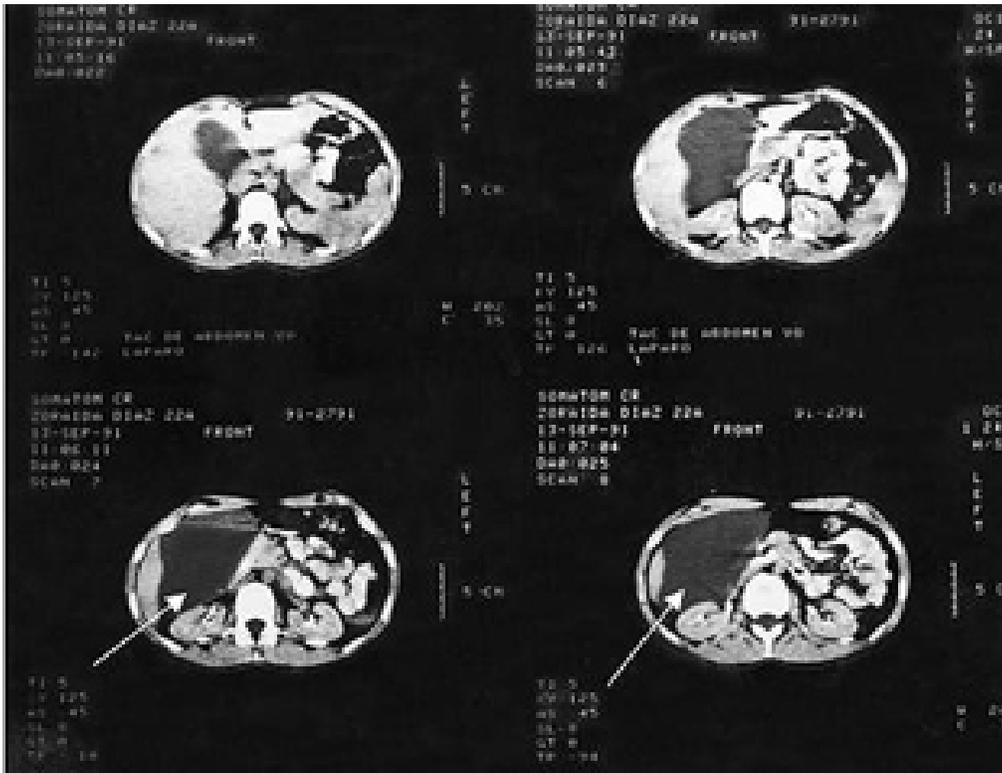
Linfangioma vesicular. Tomografía axial computarizada. Corte axial. Lóbulo derecho de hígado imagen hipodensa, variable, de 6-20 UH, que mide 13x8x6 cm, de aspecto quístico, señalada por una flecha de color blanco.
